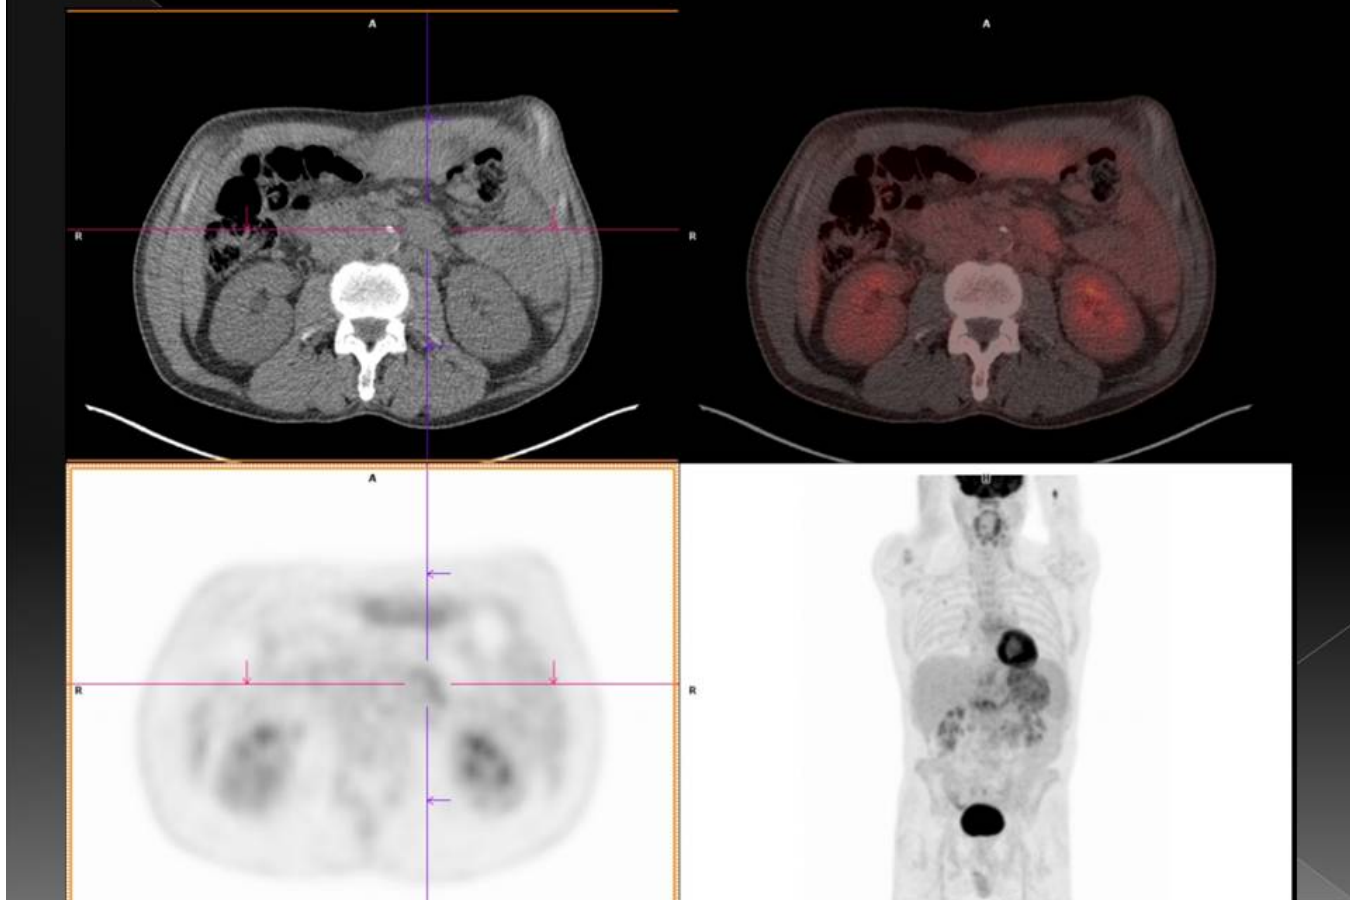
Estadiaje de linfoma MALT, con adenopatías infradiafragmáticas y afectación gástrica. Llama la atención la baja avidéz por 18F-FDG.
